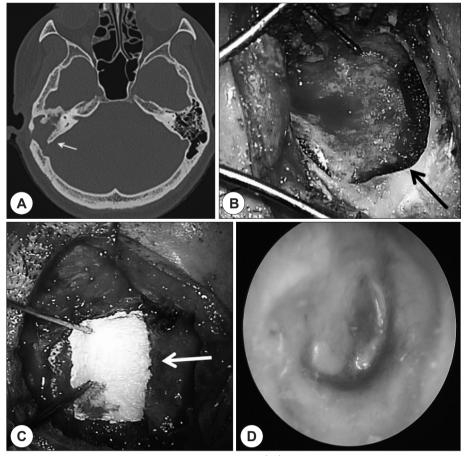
A: Axial scan of temporal bone computed tomography (CT). Preoperative CT scans show that mastoid and tympanic cavity are filled with soft tissue density (choleteatoma) extending to the dura mater in right temporal bone. B: Intraoperative photograph. After canal wall mastoidectomy, the dura mater(black arrow) was exposed. C: Intraoperative photograph. The dura mater exposure site was coated with Tachosil (white arrow) after posterior canal wall mastoidectomy. D: Otoscopic finding 12 months after surgery. The photo of right tympanic membrane show the well reconstructed posterior canal wall and clear epitympanum. There is no perforation and retraction.
